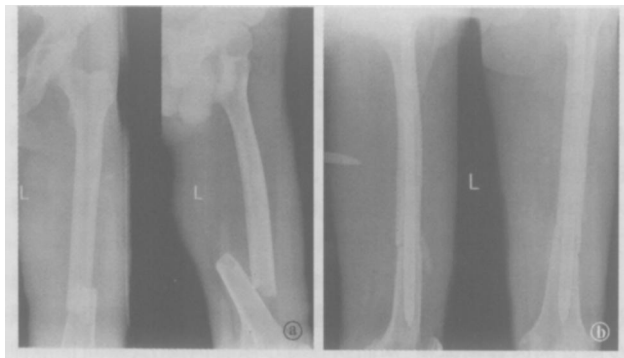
患者,男,49岁,左侧股骨干骨折手术前后X线片 a术前正侧位 b术后6周正侧位X线示:骨折端对位良好,部分骨痂生长
